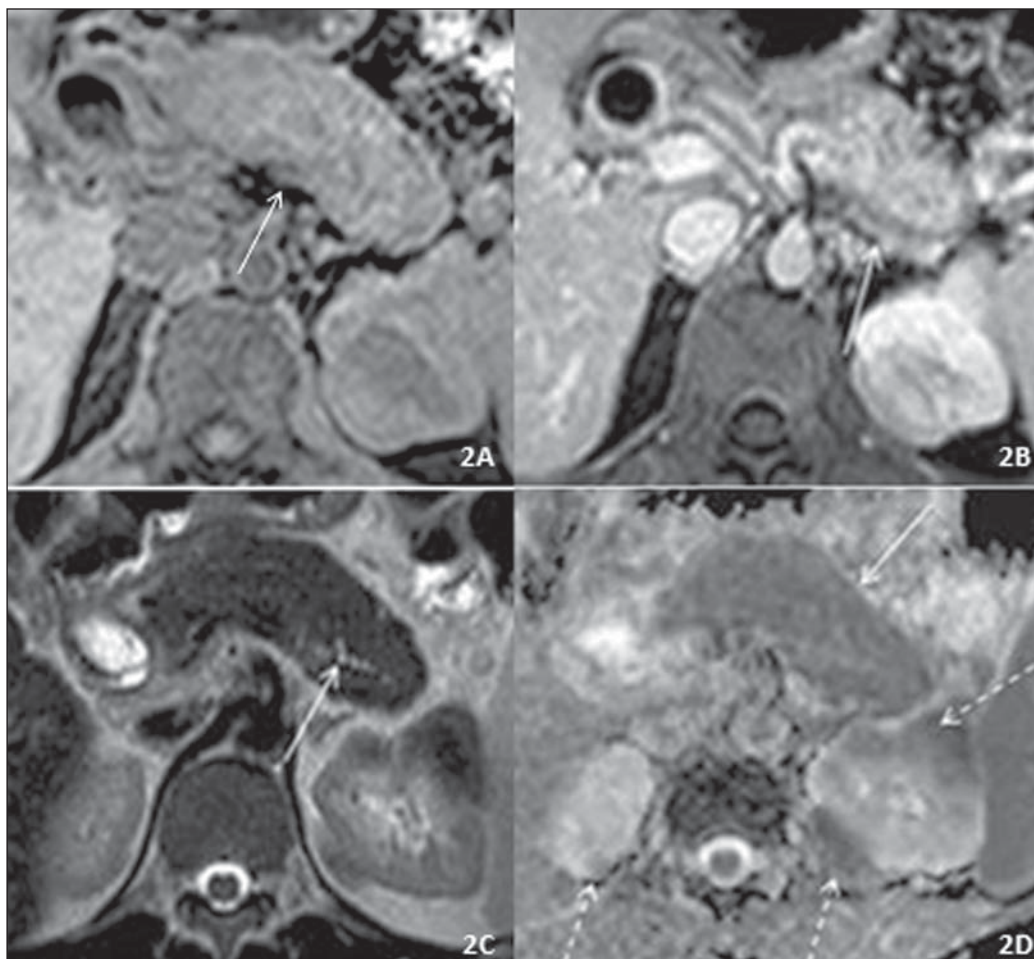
RM de abdome, axial. A: Ponderação em T1, sem contraste. Pâncreas difusamente aumentado, com perda da rugosidade característica e com leve hipossinal (seta contínua). Nódulo renal com hipossinal. B: Ponderação em T1, fase portal após contraste. Halo peripancreático hipocorrelante (seta contínua), além dos nódulos renais com limites parcialmente definidos, também hipocorrelantes. C: Ponderação em T2. Pâncreas difusamente aumentado, encurtamento da cauda e perda da rugosidade característica (pâncreas em salsicha), afinamento difuso e irregular do ducto pancreático principal (seta contínua), nódulos renais com limites parcialmente definidos com hipossinal. D: Restrição da difusão em todo o pâncreas, com valor de ADC de $0,839 \times 10^{-3} \text{ mm}^2/\text{s}$ (seta contínua), bem como nos nódulos renais (setas tracejadas).
